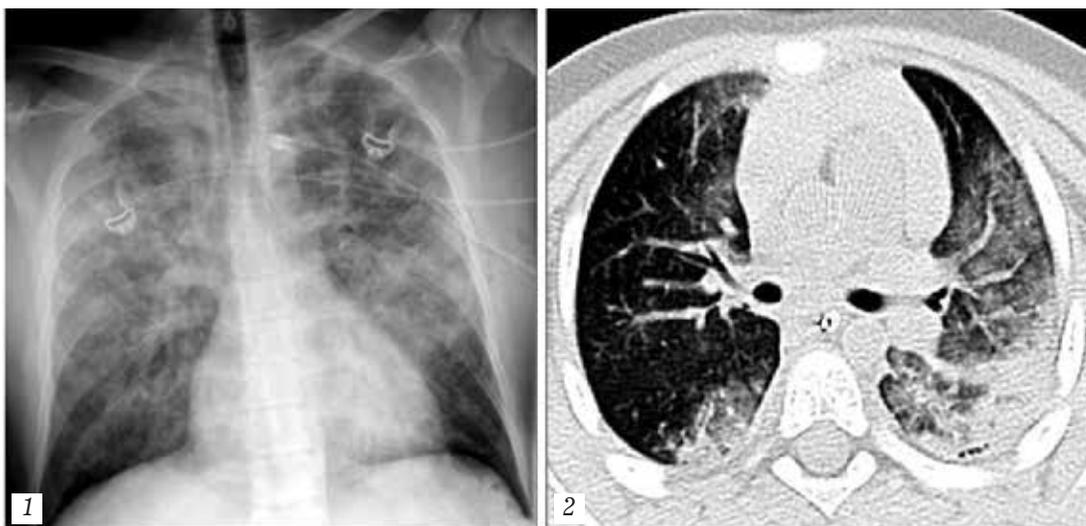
Картина двустороннего ушиба легкого: 1 — при рентгенографии; 2 — при магнитно-резонансной томографии
